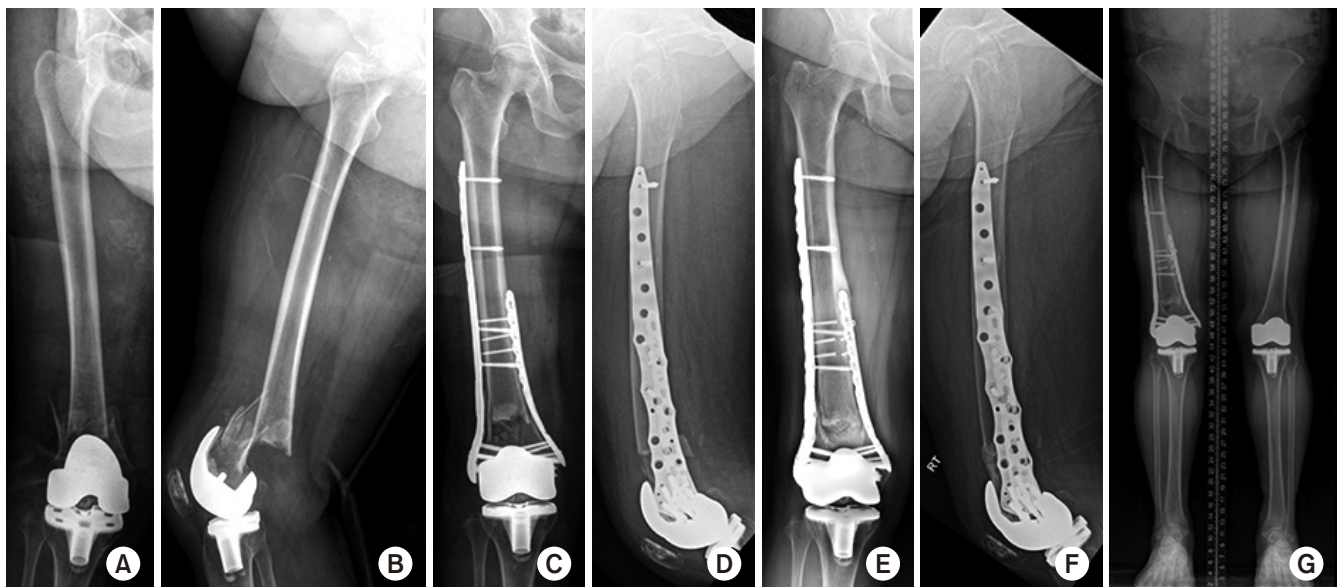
Periprosthetic fracture with a comminuted fracture in the medial cortex of the distal femur was fixed with dual locking plates using the minimally invasive plate osteosynthesis (MIPO) technique. (A, B) Preoperative radiographs. (C, D) Postoperative radiographs. (E-G) Radiographs one year after surgery.
